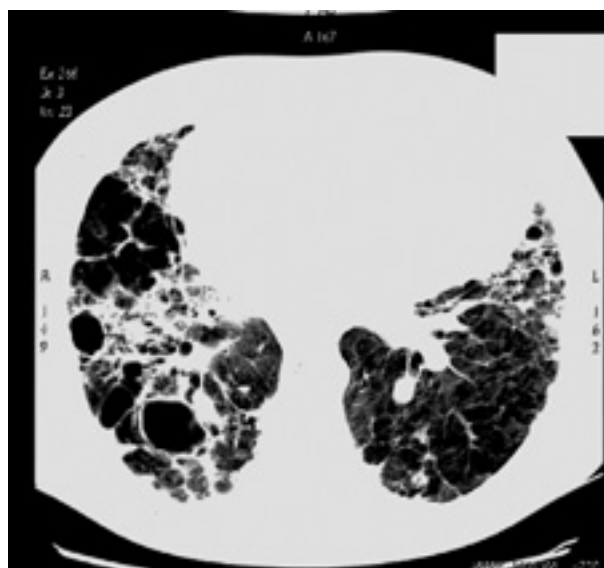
Компьютерная томограмма. Больной П., 54 года, с выраженным пневмосклерозом, перестройкой структур легкого с формированием кистозных образований («сотовое легкое»).
